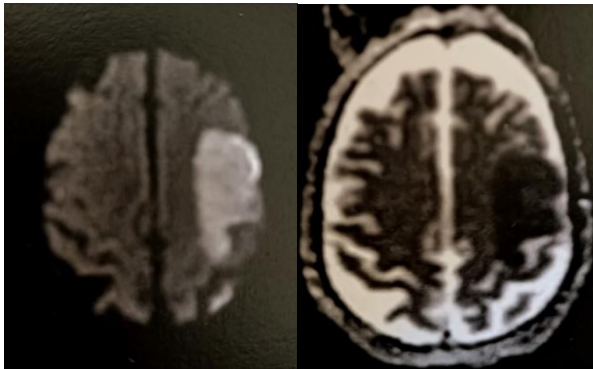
In questa foto vediamo a sn una DWI con iperintensità nella parte sinistra del cervello. A ds. vediamo una ADC con ipointensità nella stessa regione.
